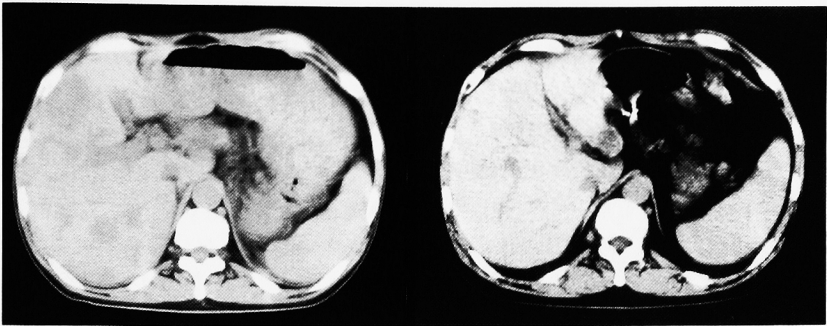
Upper abdominal CT scan before (left) and after (right) therapy of patient 2.
